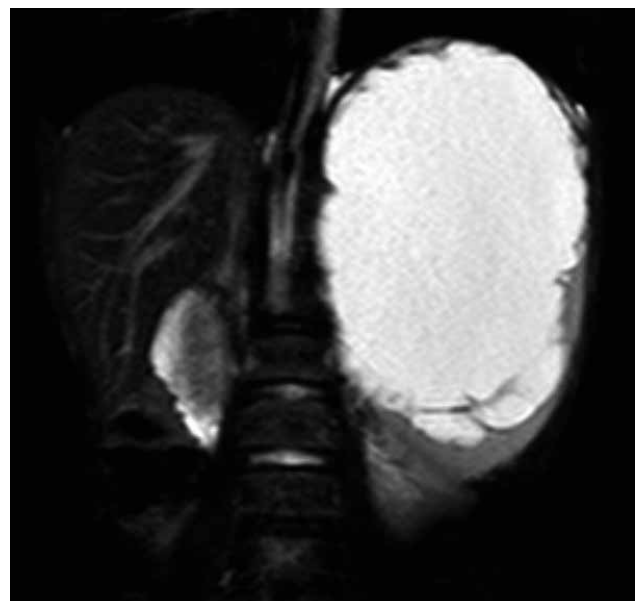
Resonancia magnética nuclear con contraste en secuencia T2.
